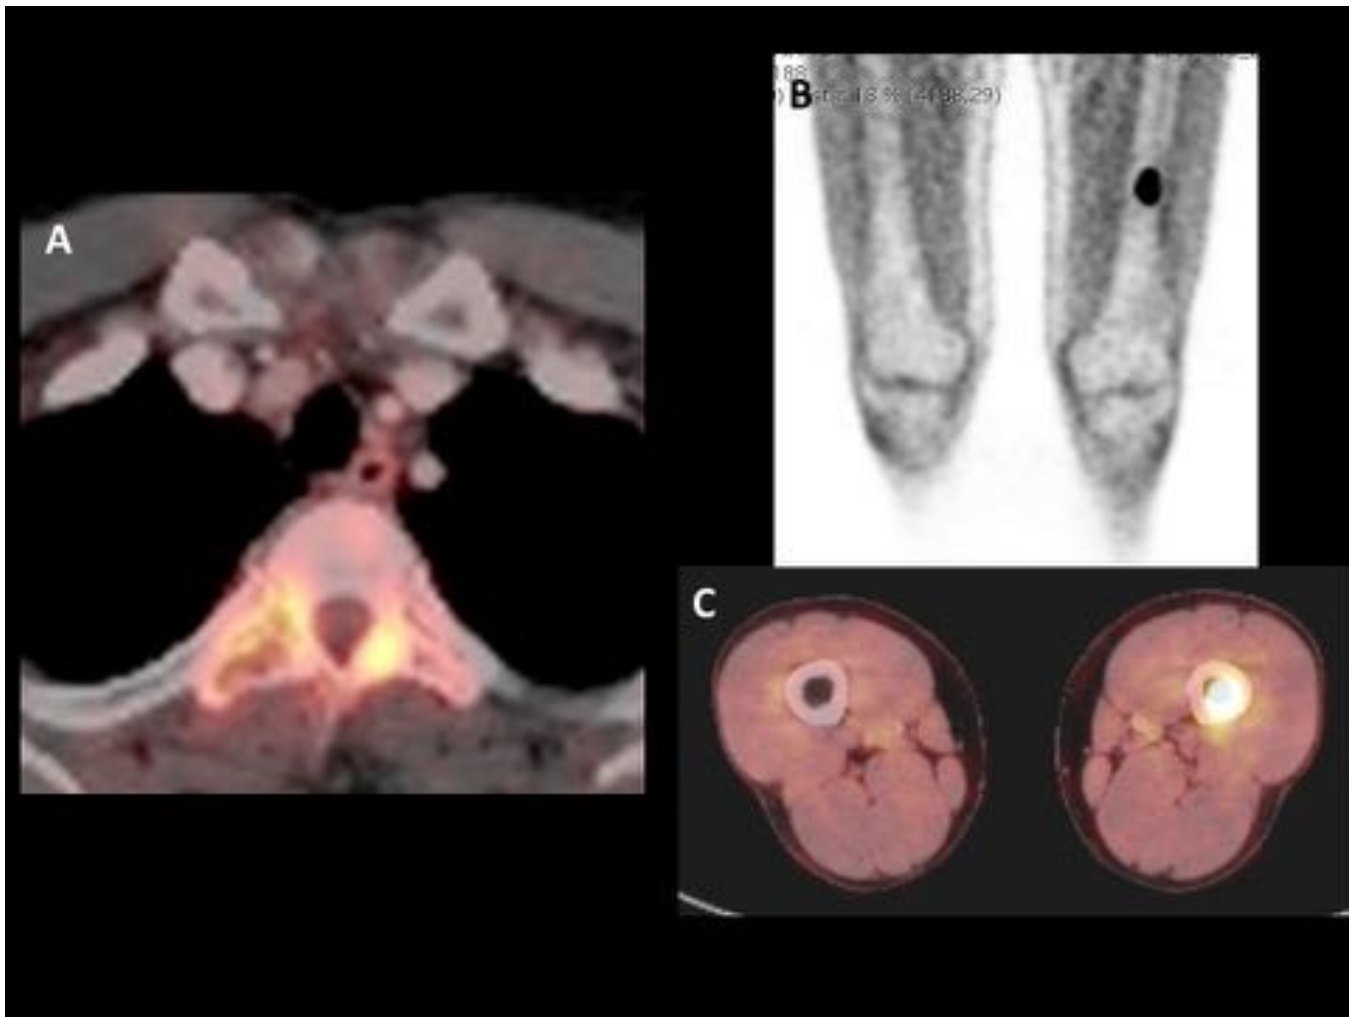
18FDG-PET/TC Verdadero positivo. Varón de 48 años con LDCGB. El 18FDG-PET/TC muestra afectación ósea en los pedículos de D3 (A) y la diáfisis femoral izquierda (B y C).
